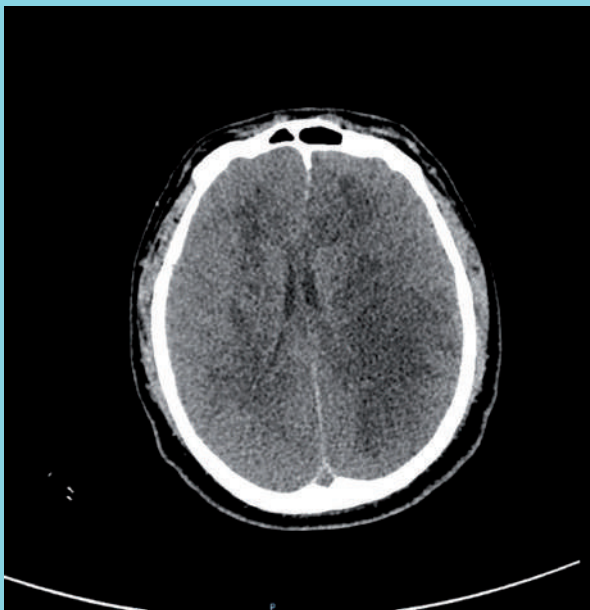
Tomografía computarizada de cerebro sin contraste, se observan imágenes de infartos cerebrales isquémicos extensos con desviación de línea media.
